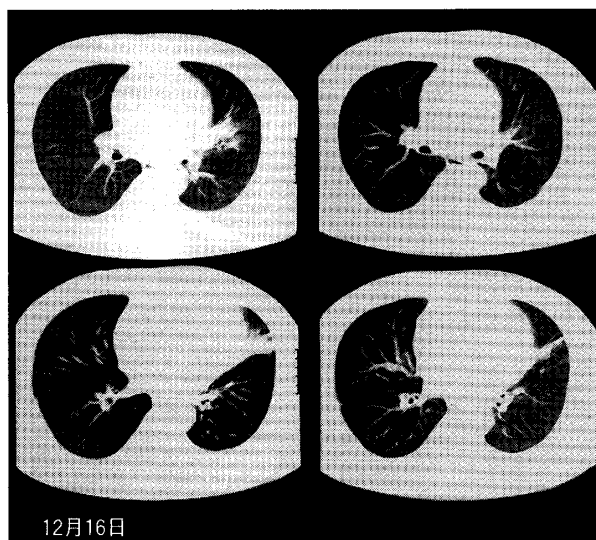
Computed tomograph of the chest revealing a consolidation in the left lingula: pulmonary window (:left). CT of the chest revealing improvement (:right).
